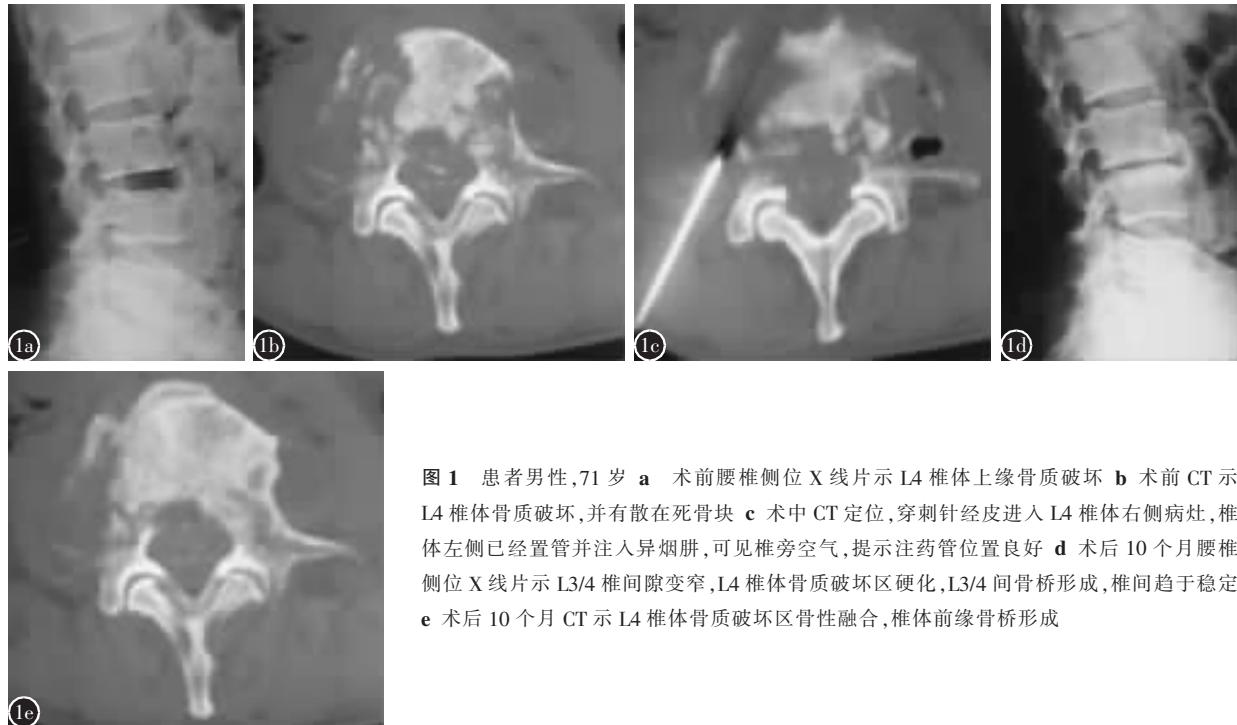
患者男性,71岁 a 术前腰椎侧位X线片示L4椎体上缘骨质破坏 b 术前CT示L4椎体骨质破坏,并有散在死骨块 c 术中CT定位,穿刺针经皮进入L4椎体右侧病灶,椎体左侧已经置管并注入异烟肼,可见椎旁空气,提示注药管位置良好 d 术后10个月腰椎侧位X线片示L3/4椎间隙变窄,L4椎体骨质破坏区硬化,L3/4间骨桥形成,椎间趋于稳定 e 术后10个月CT示L4椎体骨质破坏区骨性融合,椎体前缘骨桥形成
